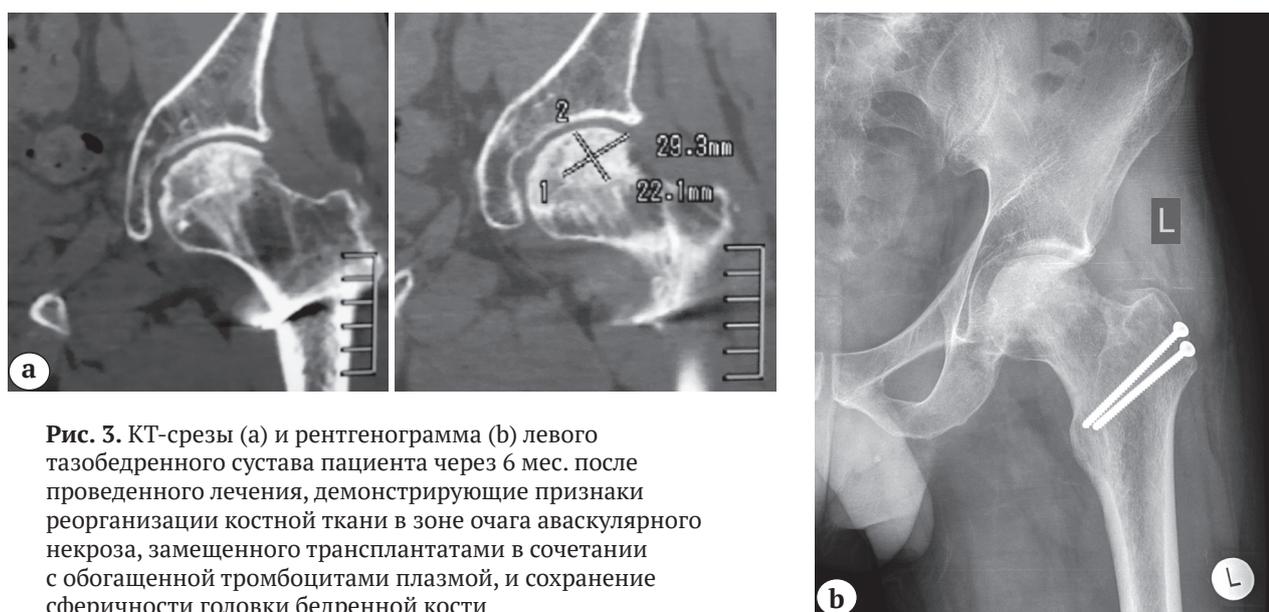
КТ-срезы (а) и рентгенограмма (б) левого тазобедренного сустава пациента через 6 мес. после проведенного лечения, демонстрирующие признаки реорганизации костной ткани в зоне очага аваскулярного некроза, замещенного трансплантатами в сочетании с обогащенной тромбоцитами плазмой, и сохранение сферичности головки бедренной кости
